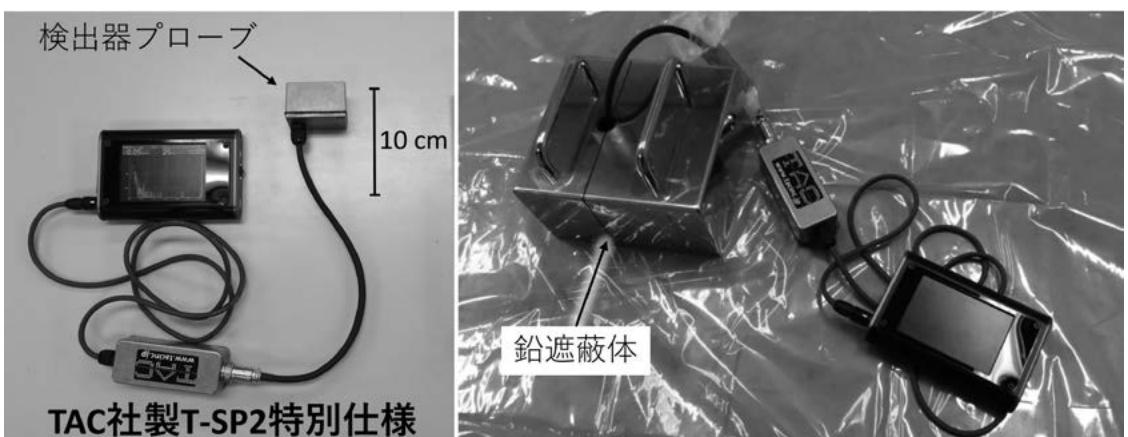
放射化測定のためにデザインしたCsI サーベイメータの例(TAC社製T-SP2特別仕様)
